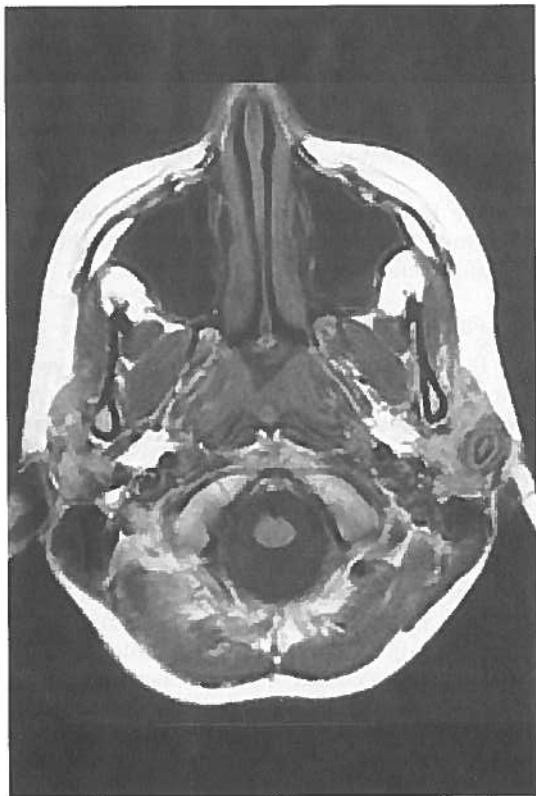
b Im MRT ist an der linken Seite knapp medial der Ohrmuschel in den Weichteilen ein mit Knorpel ausgekleideter Hohlraum zu sehen.
